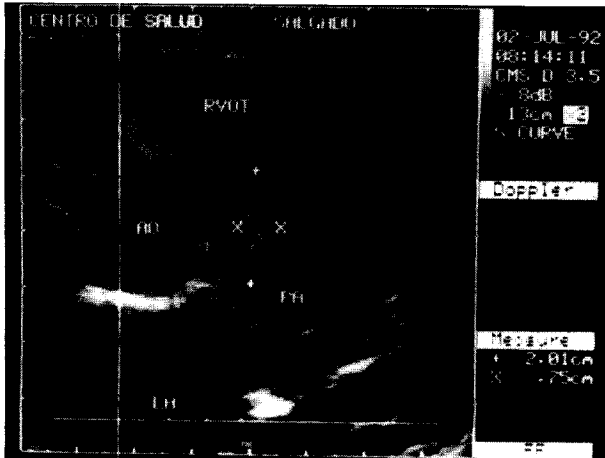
Ecocardiograma bidimensional magnificado en eje corto nivel 4. Se observa gran vegetación en tronco de arteria pulmonar.
